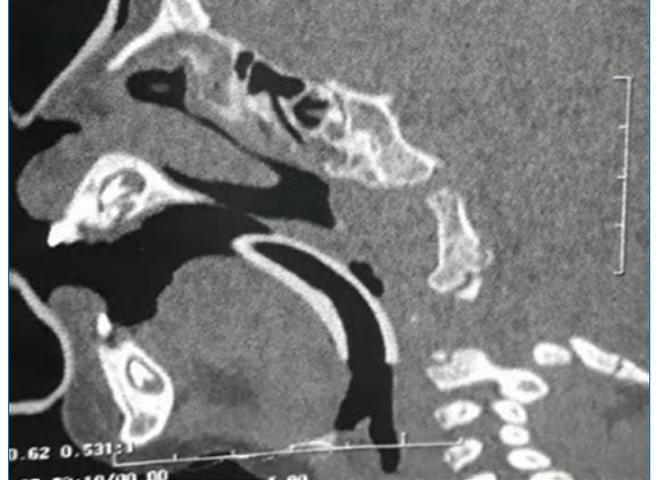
Exame pré-operatório de tomografia computadorizada em face mostra a dimensão da lesão cística de modo a esclarecer o comprometimento das vias aéreas pelo corte sagital.
